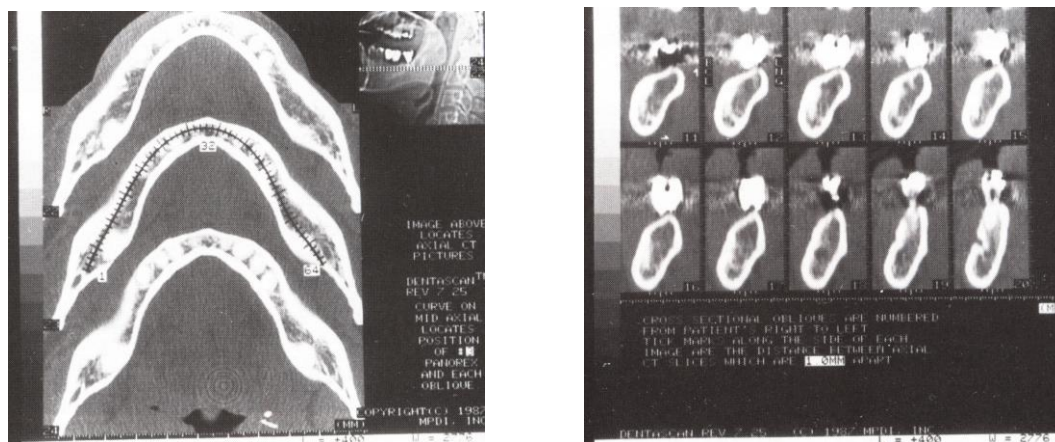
Tomografía Computarizada con programa especial* (Fuente: Goaz, P., White, S. Radiología Oral. Principios e interpretación. Madrid, España: Edit. Mosby/Doyma Libros, 1995. p 712).
